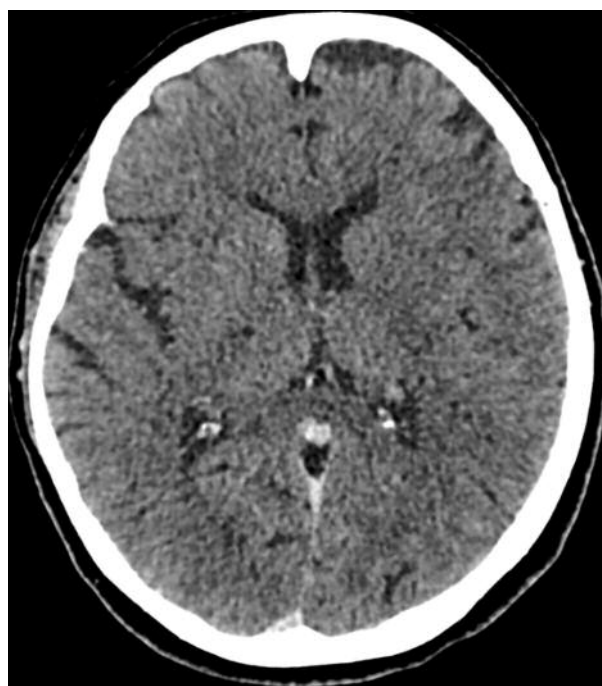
КТ ГМ через 24 ч после тромбоэкстракции. Стрелкой указан ишемический лакунарный инфаркт в проекции базальных ядер слева (17 мм).
